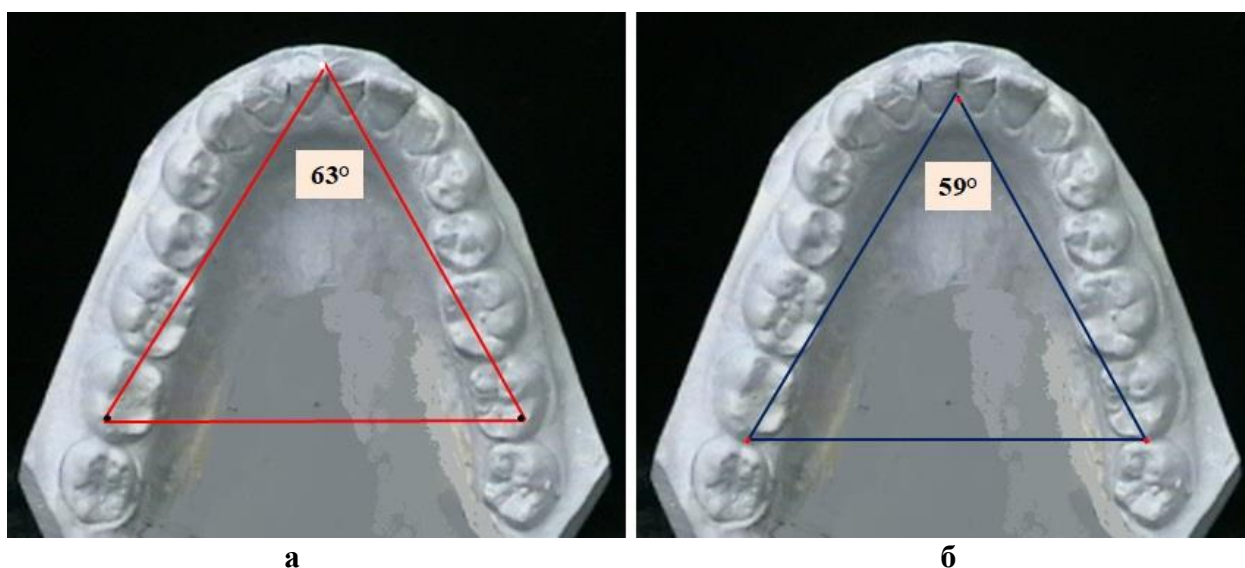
Параметры центрального угла зубных (а) альвеолярных (б) дуг нижней челюсти при антерузионном положении резцов
